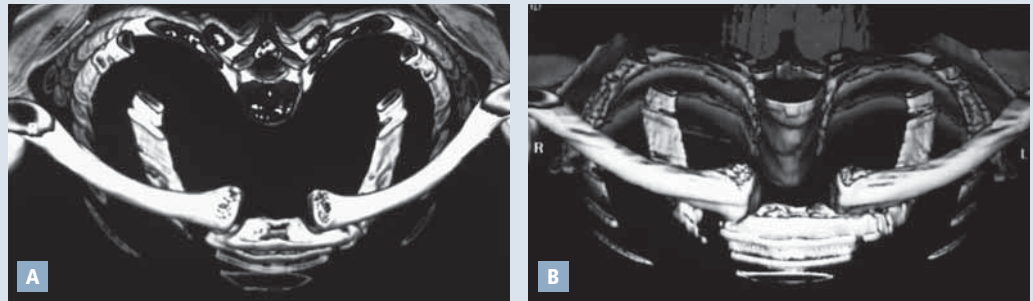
B. IRM d'une arthrose sous-claviculaire.
